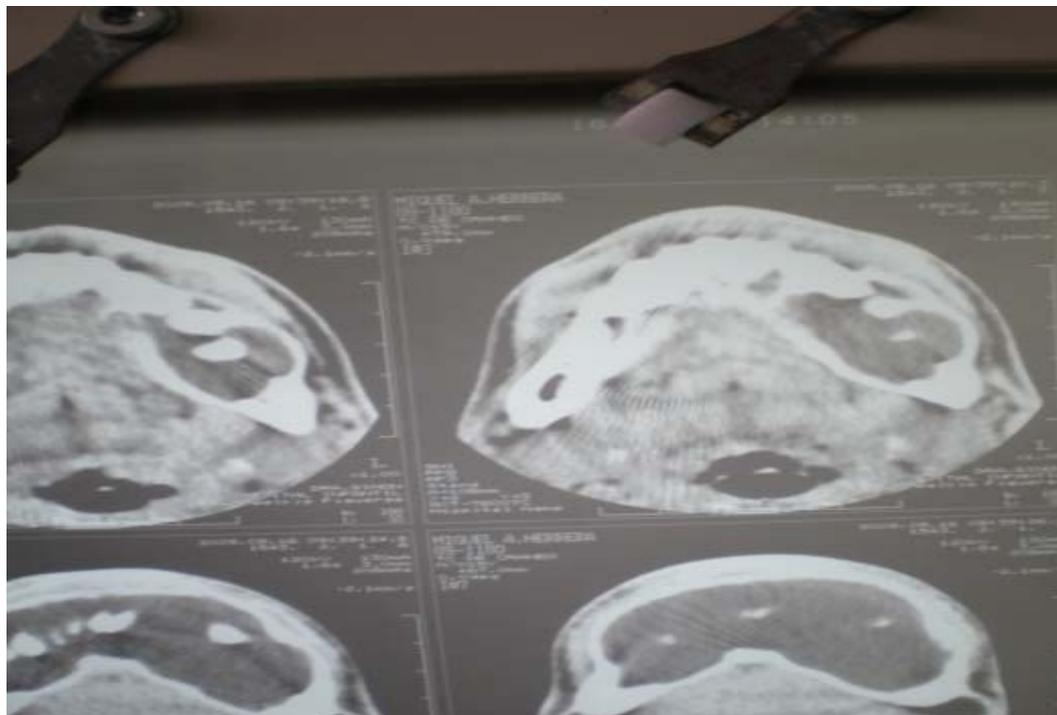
Figura A-2. Tomografía axial computarizada. Cortes coronales que muestran imagen hipodensa mandibular, más acentuada del lado izquierdo.
